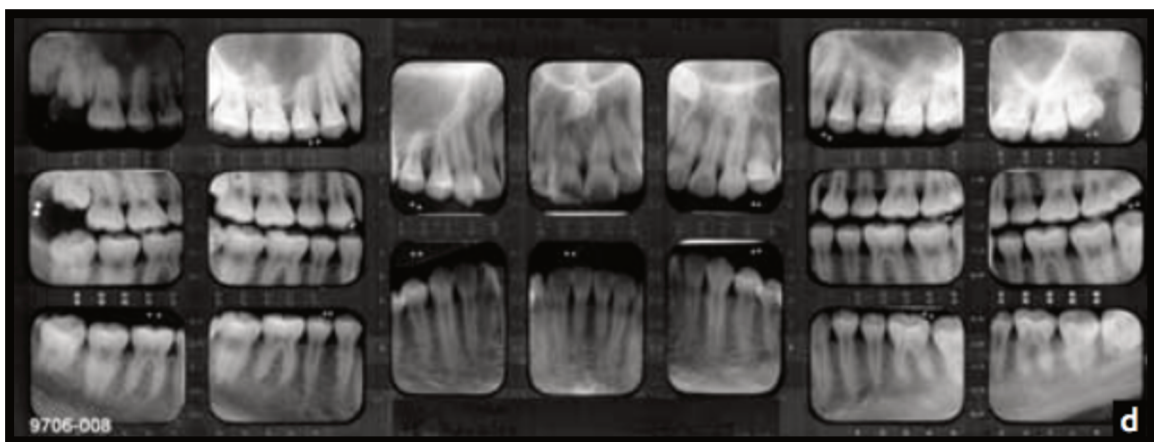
Radiografias intra-orais realizadas *post-mortem* que permitem a identificação positiva através da comparação com radiografia panorâmica realizada *ante-mortem* (figura 6) (adaptado de Pretty & Sweet, 2001).
